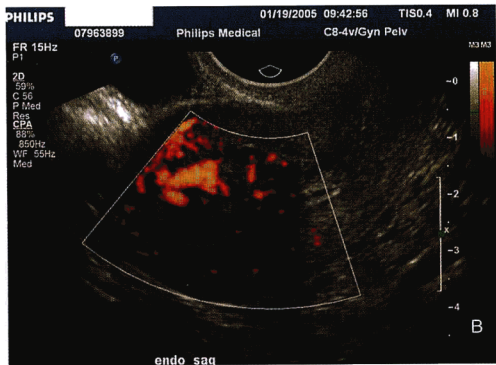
(A)图中中心部位有一肌瘤样回声。(B)多普勒超声检查发现此包块的周围存在许多贯穿的血管。子宫声学造影是延迟的。宫腔镜切除术证实了此为0型黏膜下平滑肌瘤超声影像。
